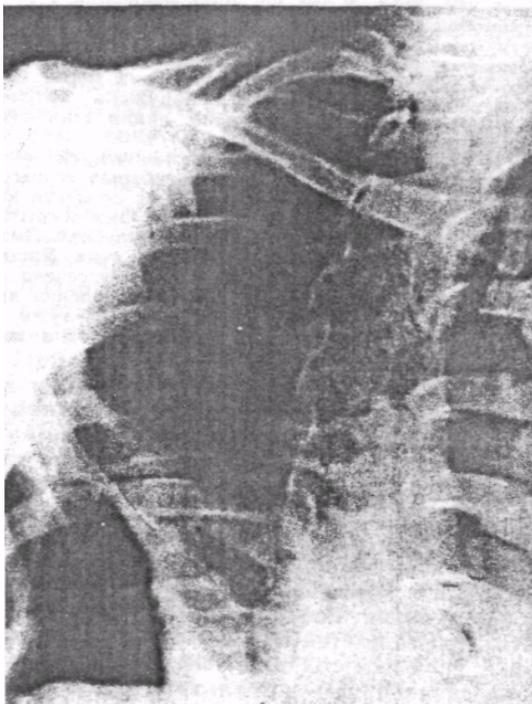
Рентгенограмма правого легкого той же больной после прорыва эхинококковой кисты в плевральную полость.
